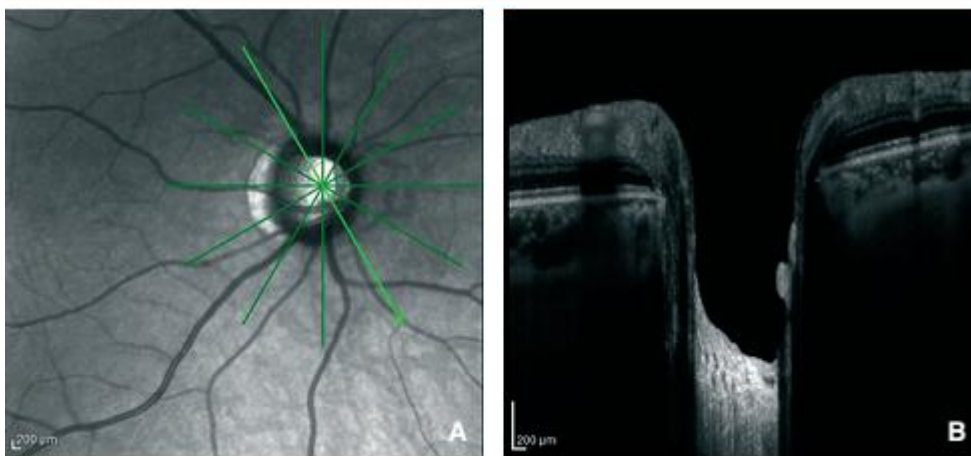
image en tomographie par cohérence optique (OCT-EDI) de la papille et de la lame criblée (A,B)[19].
